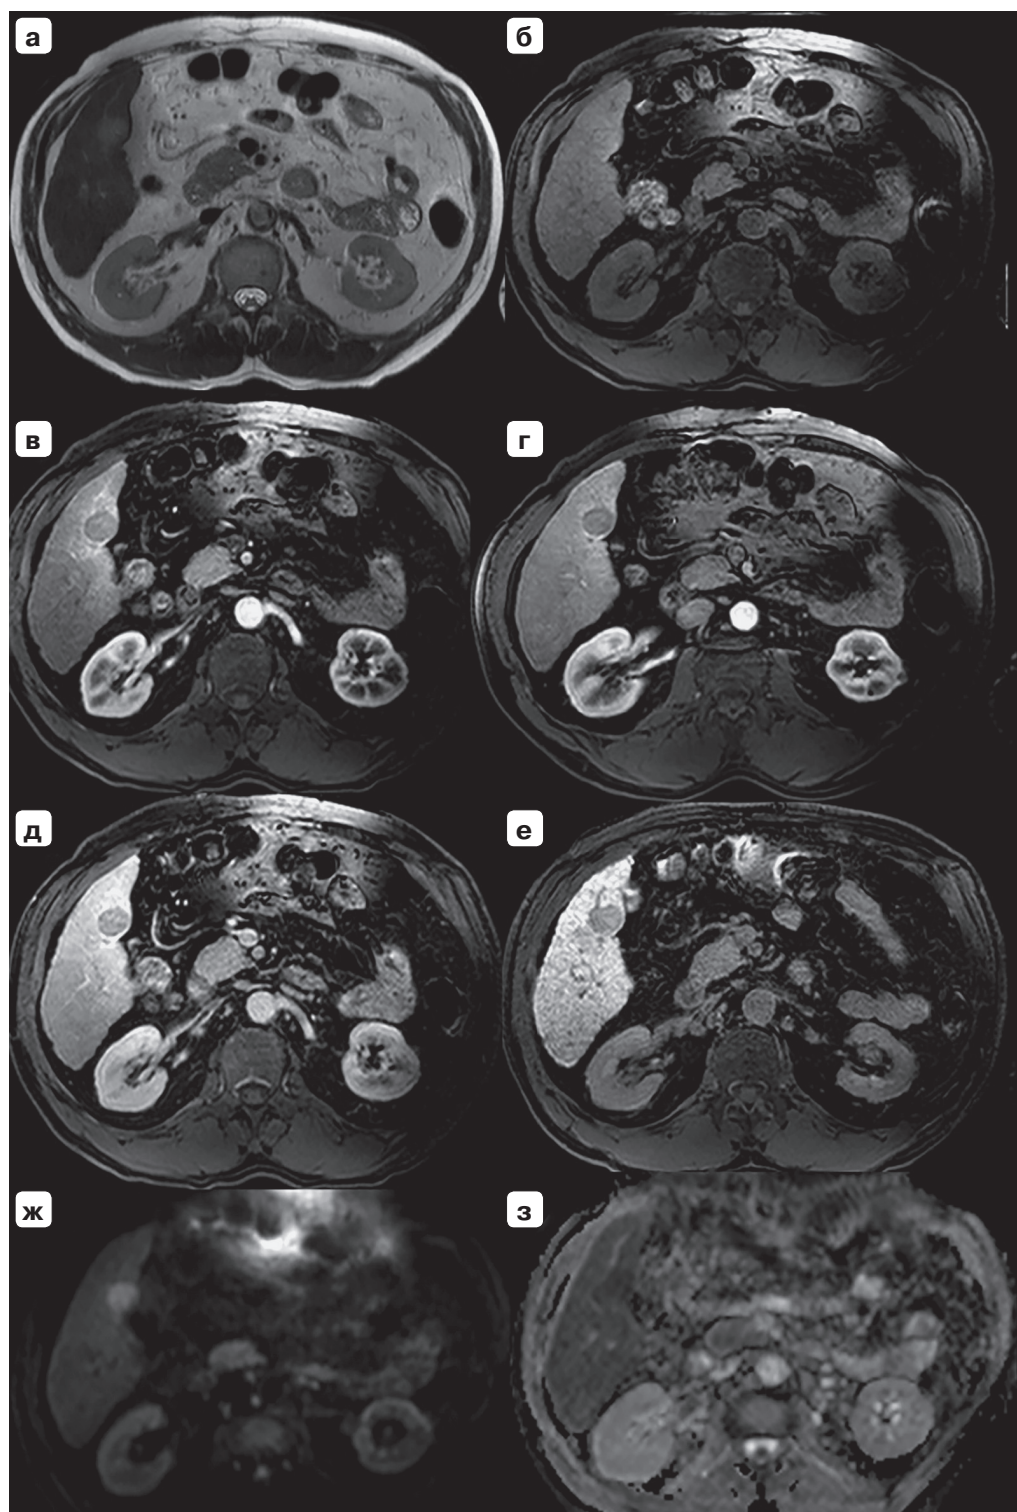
МРТ с ГСКП. High-grade диспластический узел в  $S_{VI}$  печени. Узел гиперинтенсивный на T2-ВИ (а), слабо гипоинтенсивный на T1-ВИ (б), накапливает контрастный препарат в артериальную фазу аналогично паренхиме печени (в), без явных признаков «вымывания» контрастного препарата в венозную (г) и транзиторную (д) фазы, изоинтенсивного МР-сигнала в гепатобилиарную фазу (е), умеренно ограничивает диффузию (ж, з).
